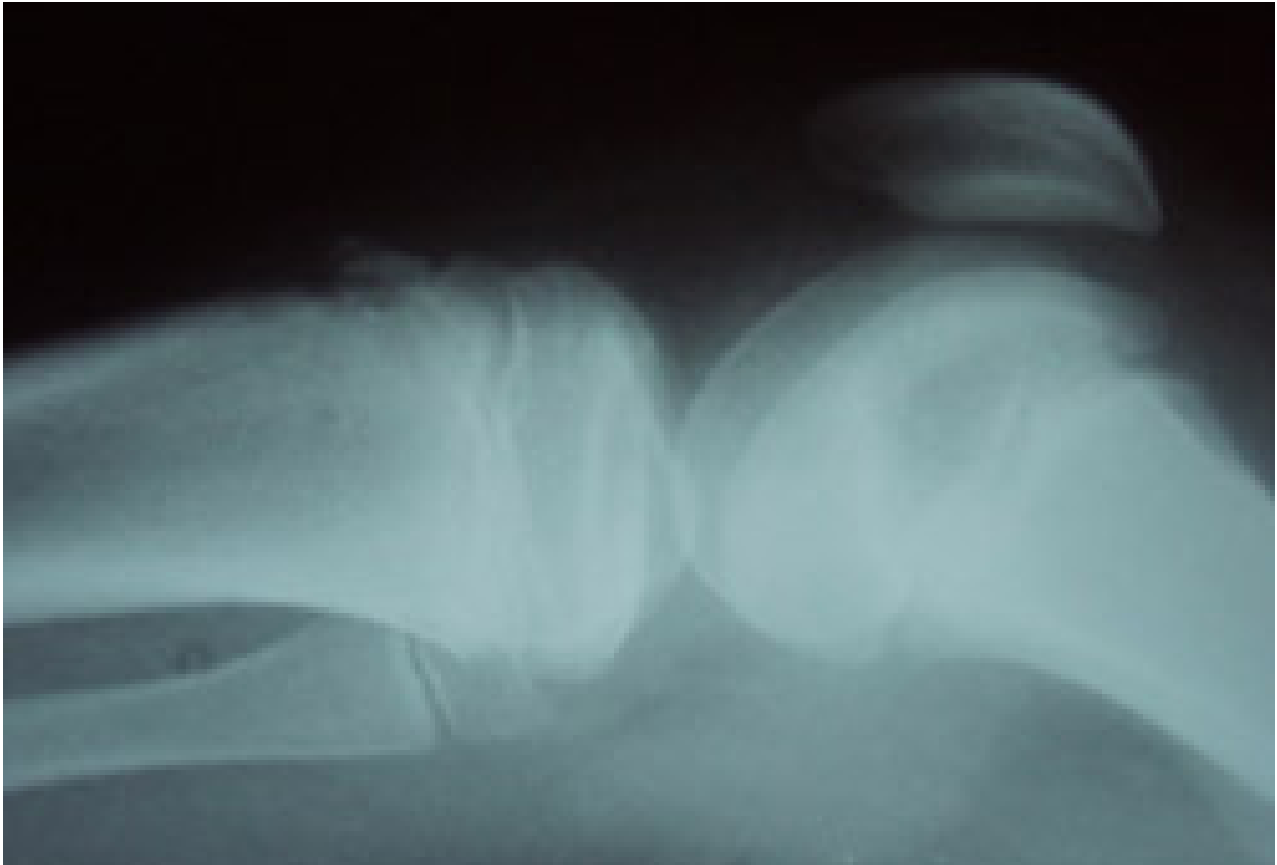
Radiografia do joelho em um paciente com doença de Osgood-Schlatter (incidência lateral)
